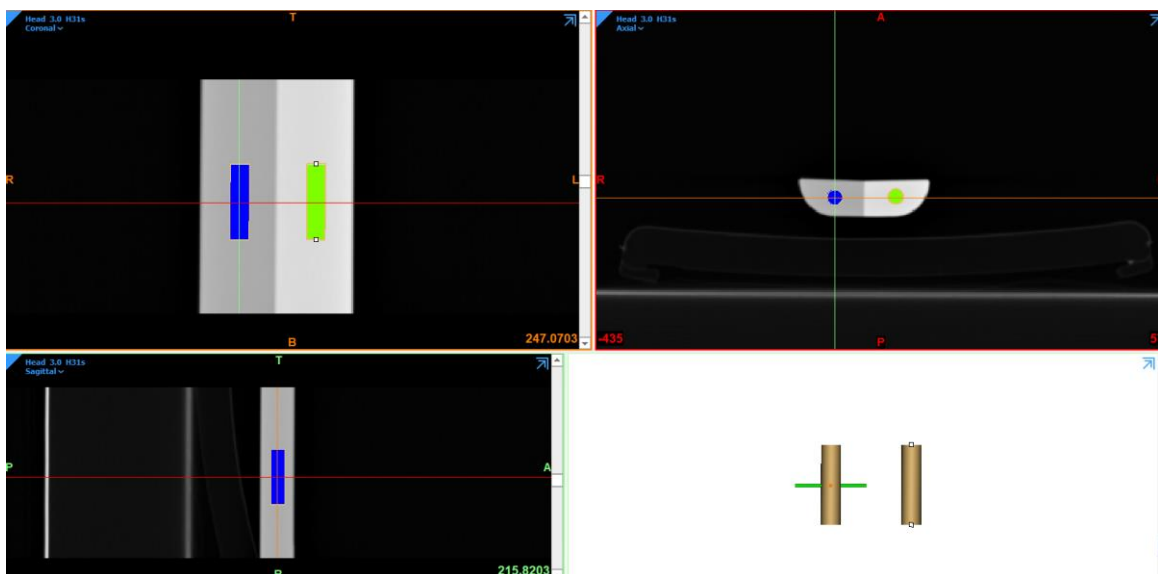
CT-Scan vom BMD-Referenzkörper (Osteo)
